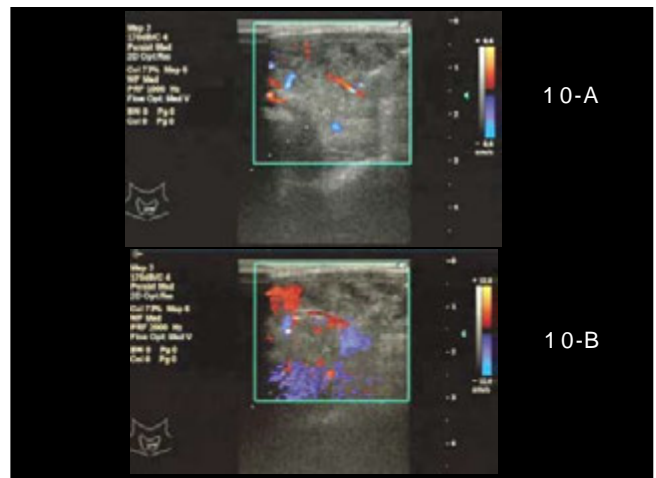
Color Doppler guided PEIT
